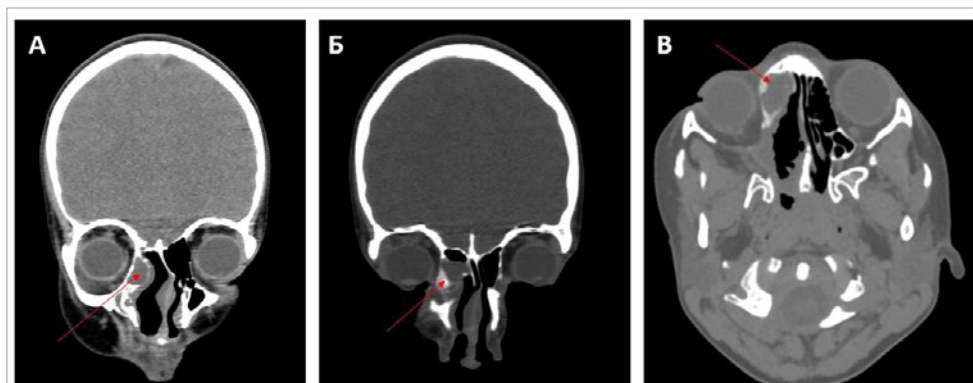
КТ-изображения перед ревизионным оперативным вмешательством. А, Б — коронарная проекция, В — аксиальная проекция. Стрелка указывает на образование в области передних ячеек решетчатого лабиринта и медиальной стенки орбиты справа
